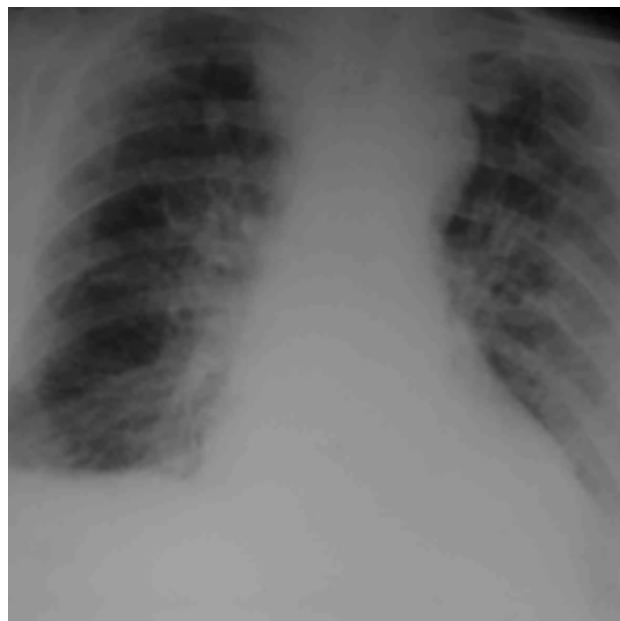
Radiografía de tórax que muestra cardiomegalia grado III, signos de hipertensión pulmonar pasiva, patrón intersticial difuso bilateral y rectificación de ambos senos costofrénicos.
